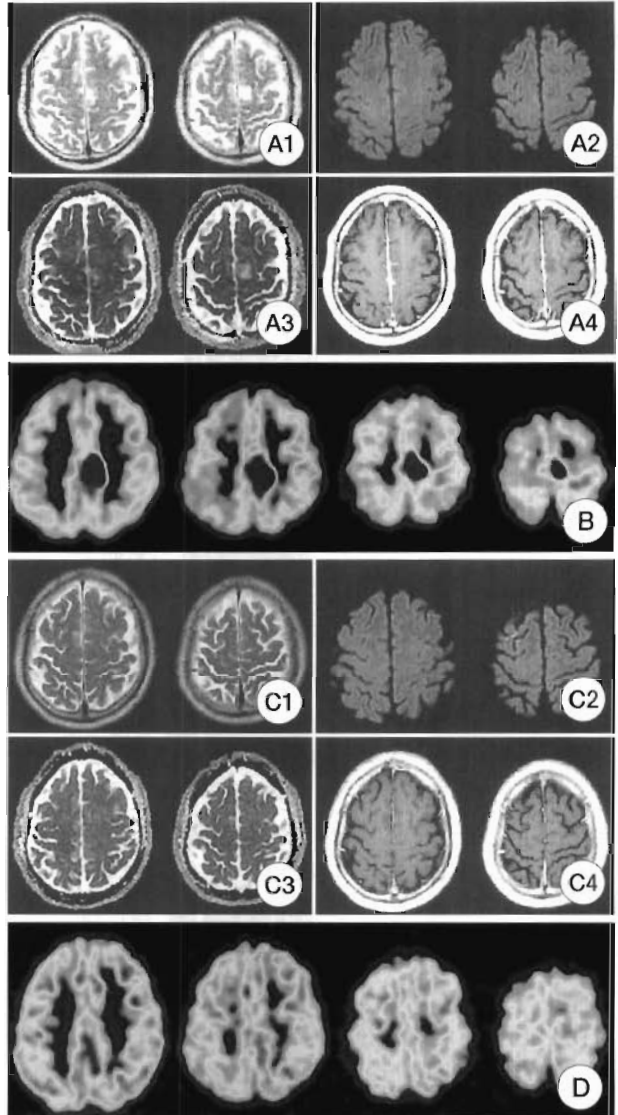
Brain MRI demonstrating increased signal on T2-weighted images (A-1), normal or decreased signal on DWI (A-2), and increased signal on ADC maps (A-3) in the left parasagittal frontal region, corresponding to the leg motor area, which are compatible with vasogenic edema. Note strong leptomeningeal enhancement in dura, faix, and pial surface of the above region with decreased signal on T1-weighted postcontrast images (A-4). FDG-PET showing increased hypermetabolism in the left parasagittal frontal region, which is more extensive than the corresponding MRI lesion, and an additional, less hypermetabolic area in the region, corresponding to the hand motor area (B). The follow-up MRI 42 days later demonstrating the disappearance of the lesion on T2-weighted images (C-1), DWI (C-2), and ADC maps (C-3) with slight leptomeningeal enhancement (C-4). The follow-up FDG-PET 59 days later showing a focus of decreased FDG uptake in the left uppermost medial frontal region (D).
